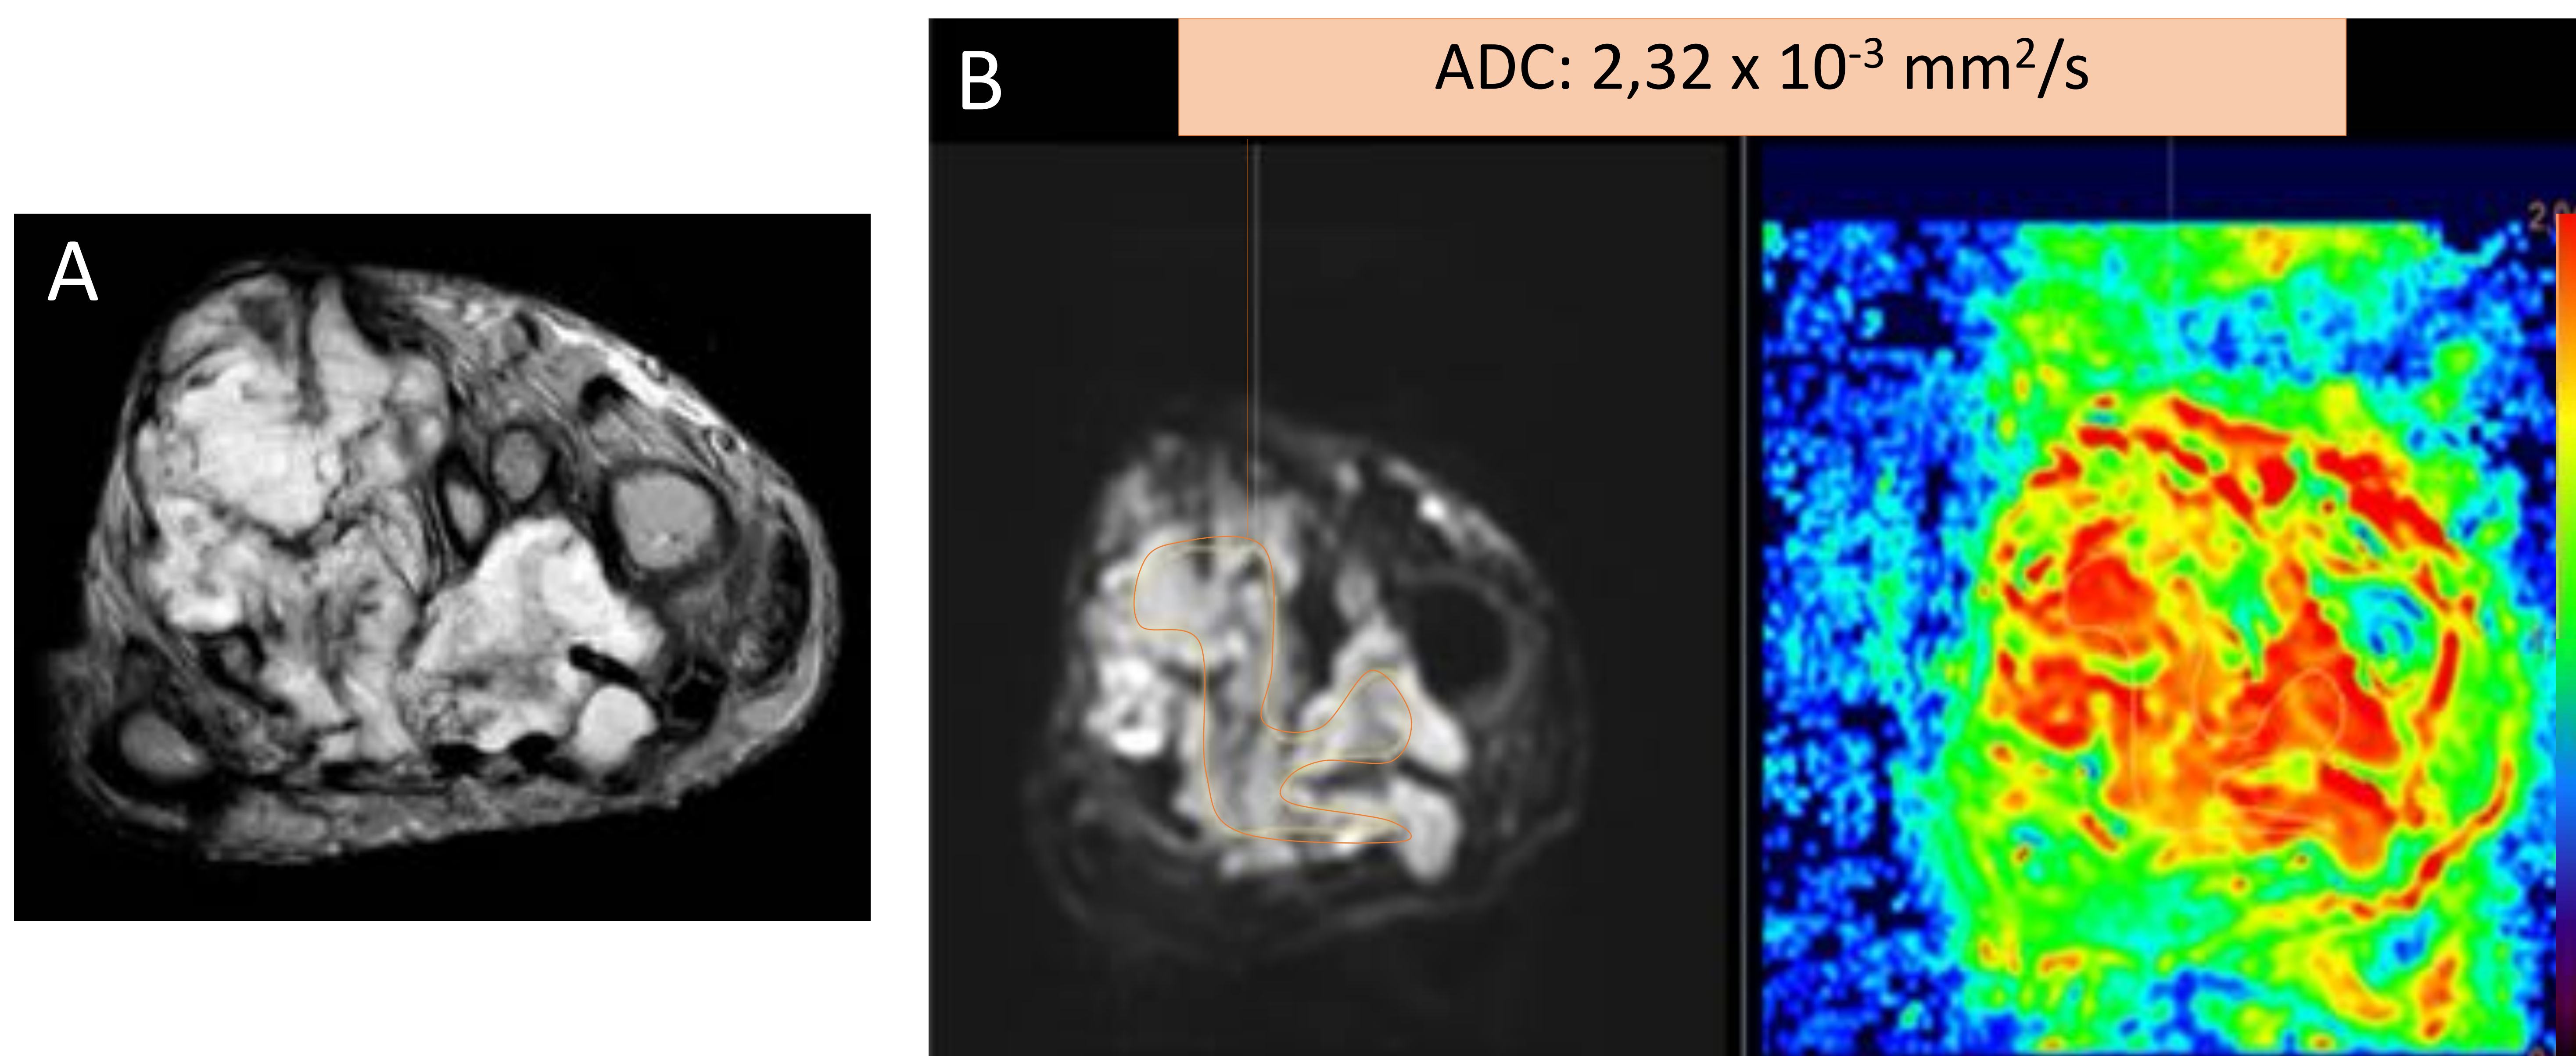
RM de pie secuencias axial T2 (A) y difusión (B).
